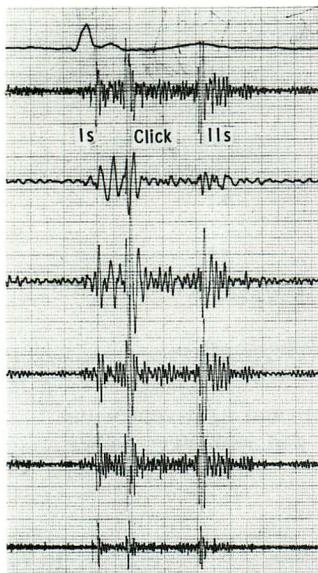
Apical phonocardiogram showing early systolic click and mitral regurgitant murmur, and color Doppler echocardiogram showing mitral regurgitant (MR) signals.
